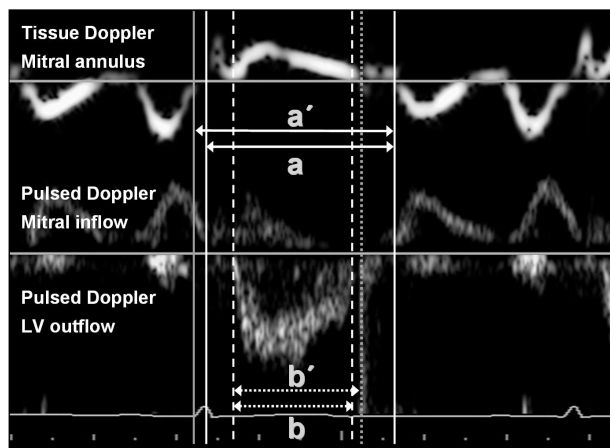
Time intervals of the myocardial performance index (Tei index). The a interval is the mitral closing-to-opening time. The a' is the interval between end and onset of mitral annular diastolic velocities. The b interval is the left ventricular ejection time. The b' is the duration of mitral annular systolic velocity. The Tei index is $(a - b)/b$. The tissue Doppler-derived Tei index is $(a' - b')/b'$.
